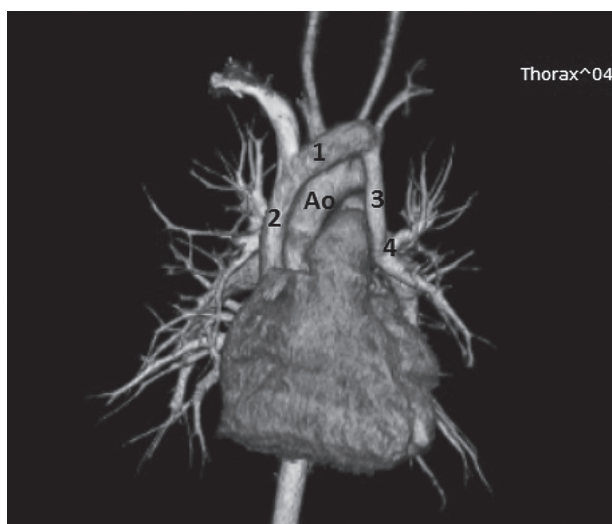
Комп'ютерна томографія органів грудної порожнини з внутрішньовенним контрастуванням. Ліва верхня легенева вена (4) через вертикальну вену (3) впадає в лівий венозний кут у місці формування лівої плечеголовної вени (1), що впадає у верхню порожнисту вену (2) (Ao – аорта)
